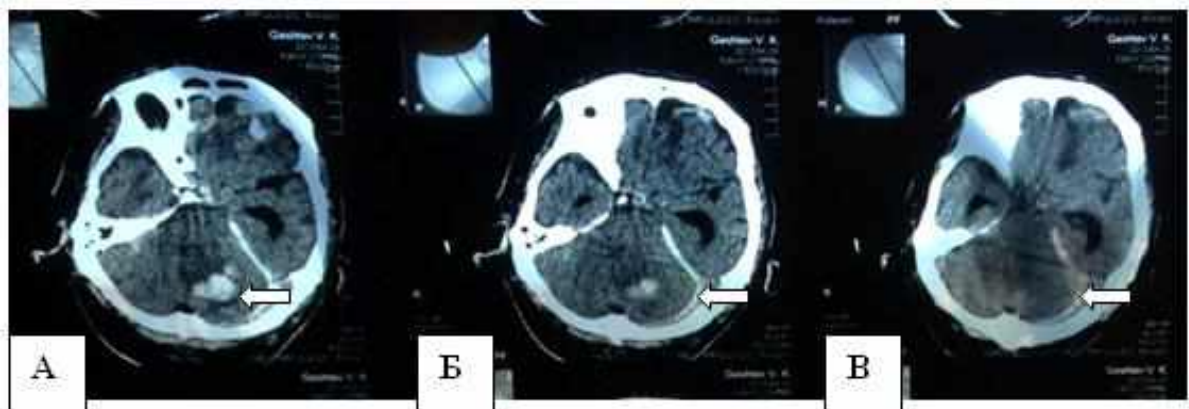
Спостереження №63. Хворий І-о, 46 років, історія хвороби №5932. КТ головного мозку (А, Б, В — аксіальні зрізи). Гематома лівої півкулі мозочка до операції (А, Б) та після операції (В).
